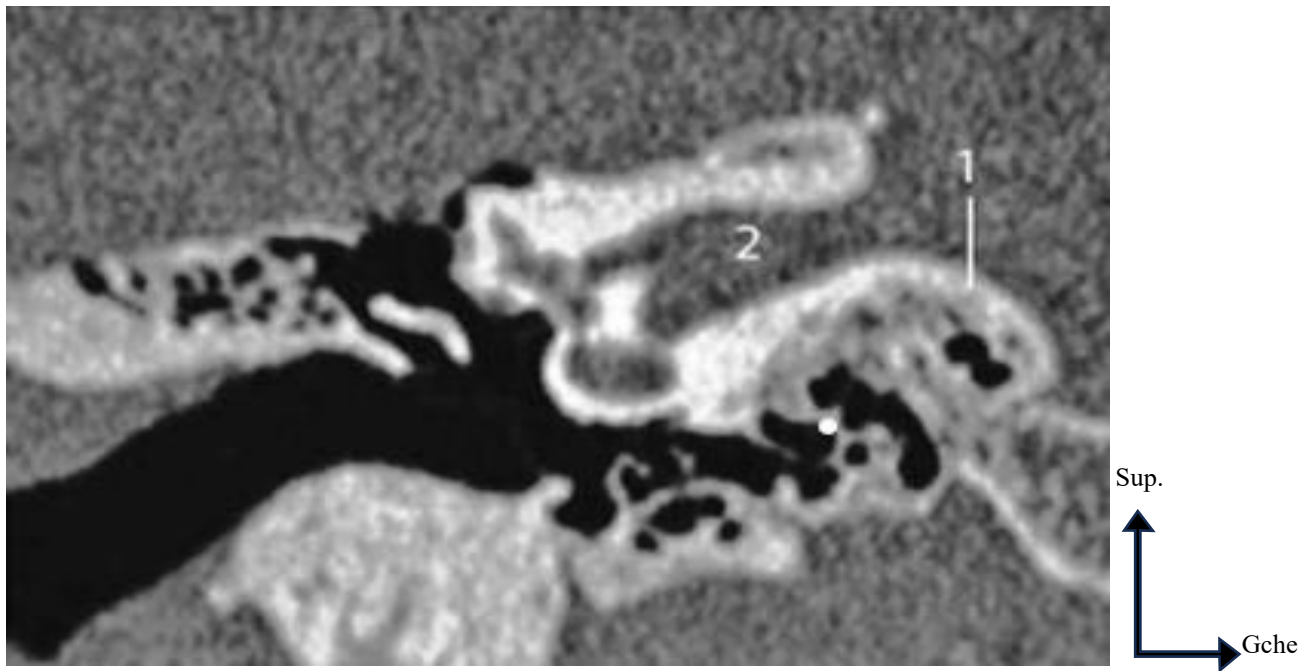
TDM, coupe coronale. (1) Paroi postéro-interne ; (2) méat acoustique interne. [14]
